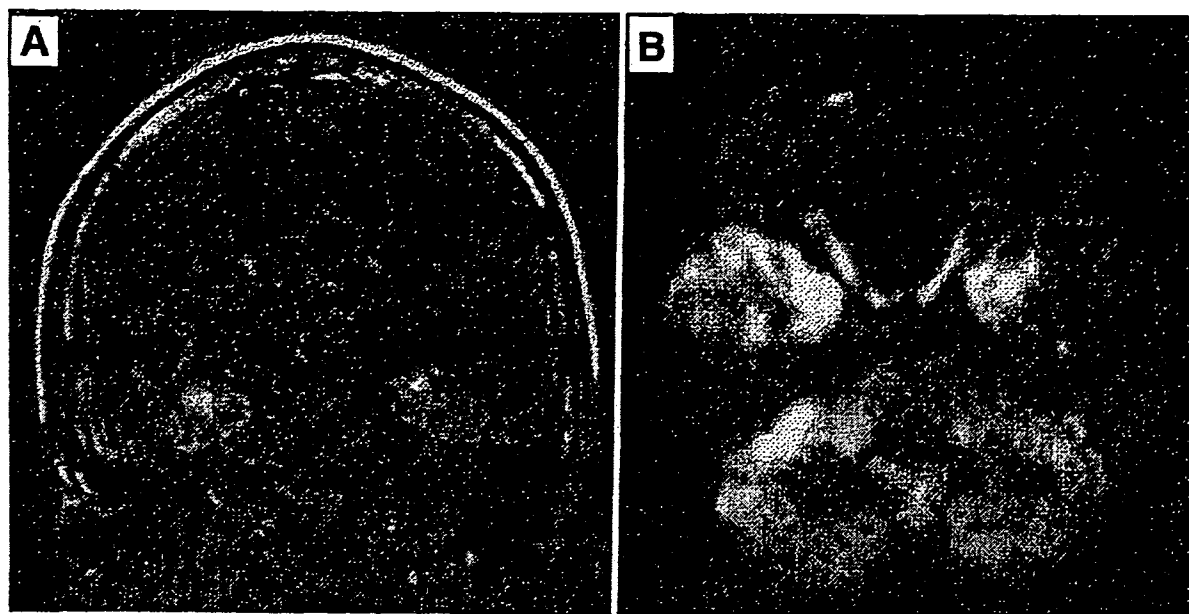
MRI所見(A: FLAIR画像, B: 拡散強調画像)
